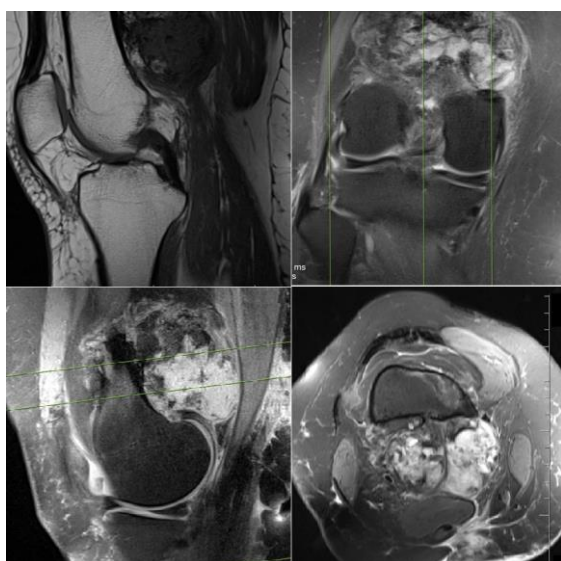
Right knee Magnetic resonance imaging shows a lobulated contoured mass lesion which was isointense with the muscle on T1 sequences, and hyperintense compared to the muscle on T2 sequences.
